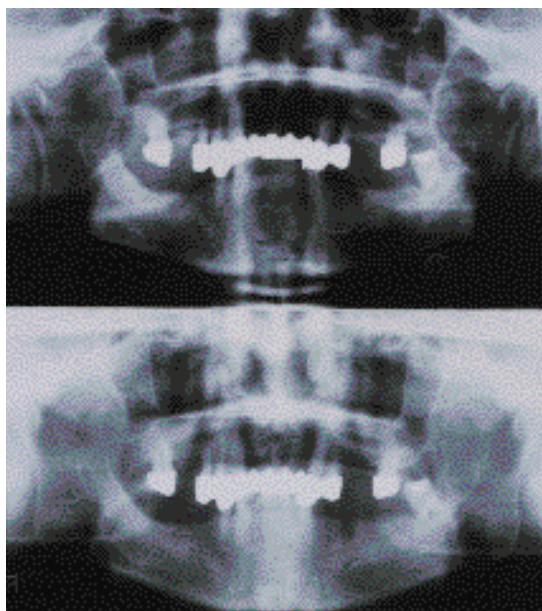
Panoramic radiograph. Upper radiograph was taken before surgical excision (95. 4. 10.) and lower one was taken 10 days later(95. 4. 19.).
